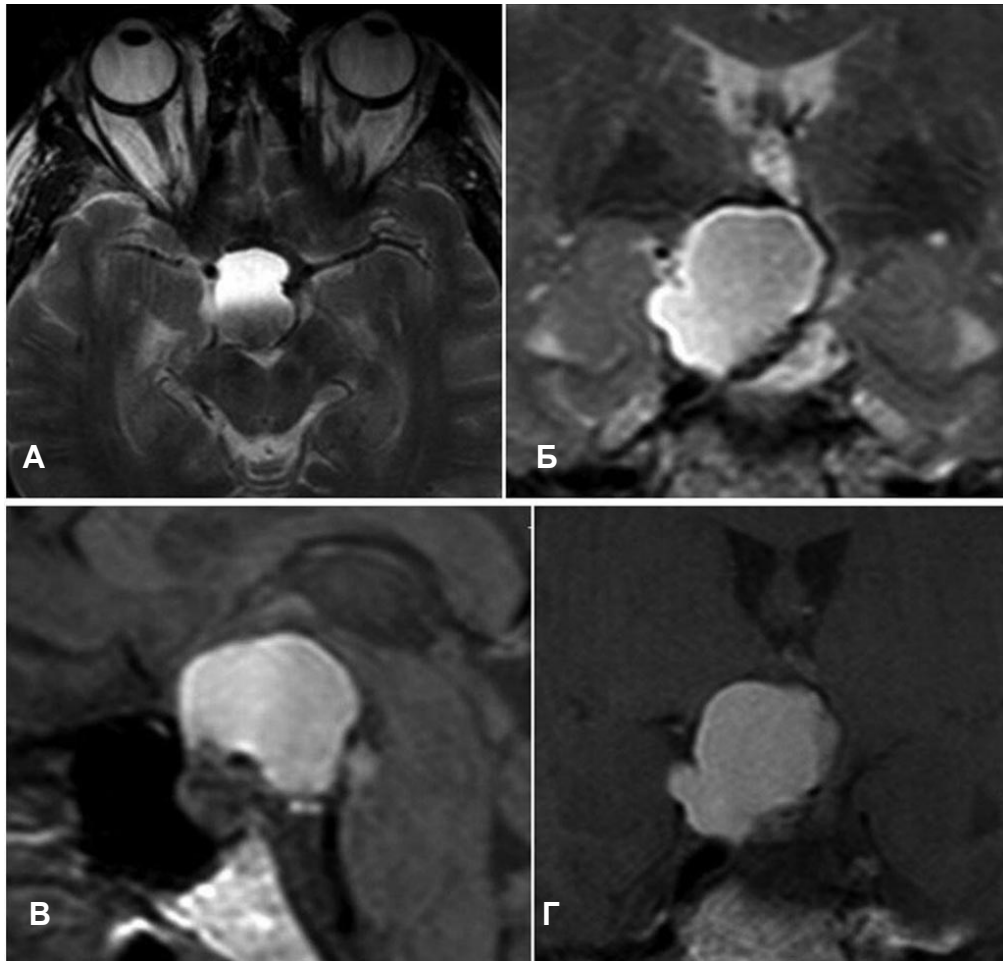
Пацієнтка Ж., 56 років, супрадіафрагмальна краніофарінгеома. МРТ головного мозку (неконтрастні зображення): Т2W1 зважені зображення: А – аксіальна проекція; Б – фронтальна проекція (хіазма не візуалізується, розпластана по верхньому полюсу пухлини); Т1W1 зважені зображення: В – сагітальна проекція; Г – фронтальна проекція.
